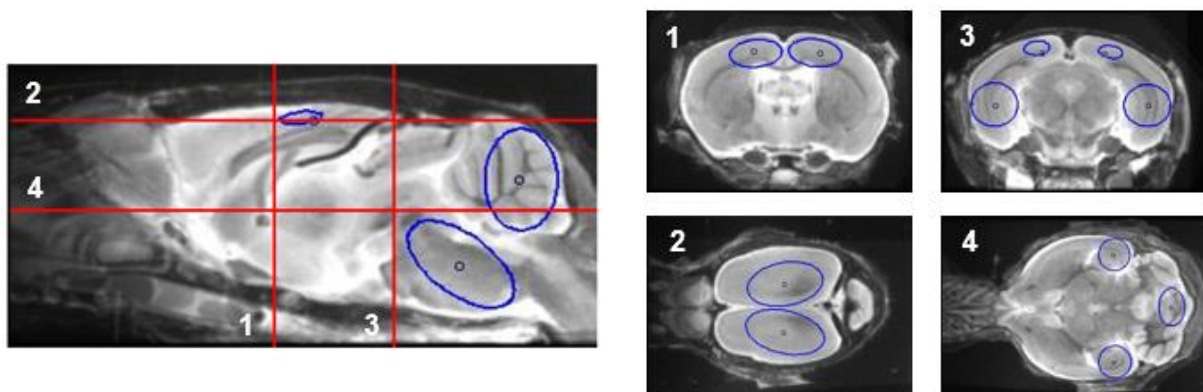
Definition der cerebralen Zielvolumina im bilateralen Kortex (CTX), im bilateralen Hippocampus (HIP), Kleinhirn (CBL) und im Hirnstamm (BRST) via Mausgehirn MRT-Atlas
